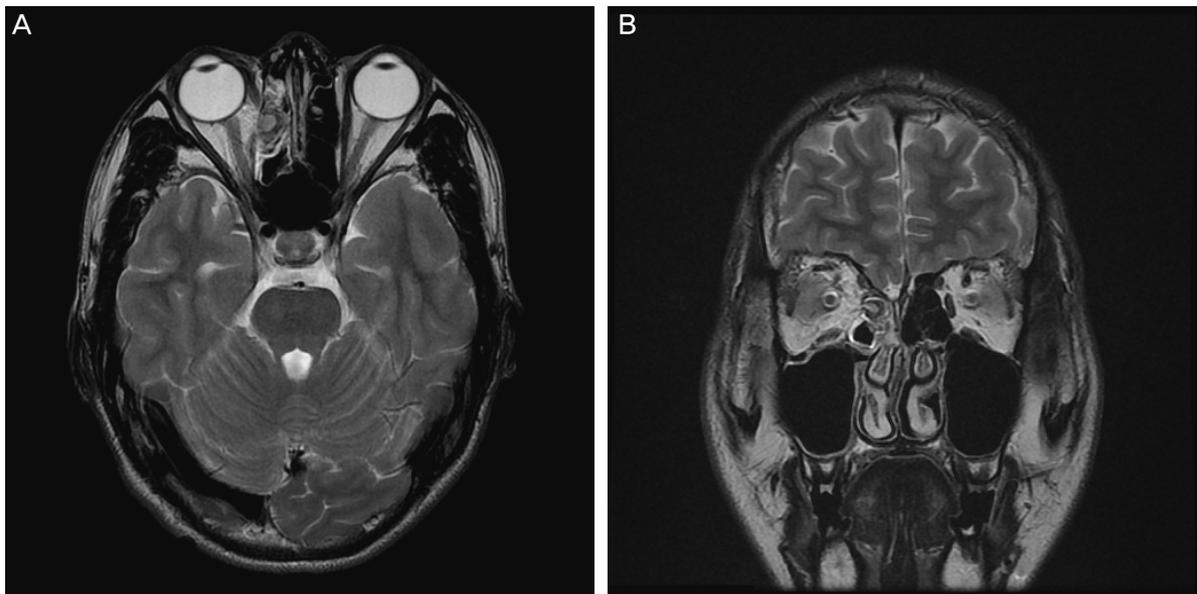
Magnetic resonance image showing fracture at right lamina papyracea with fat herniation and medial rectus muscle incarceration. No cerebral lesion was seen. (A) Axial and (B) coronal.
